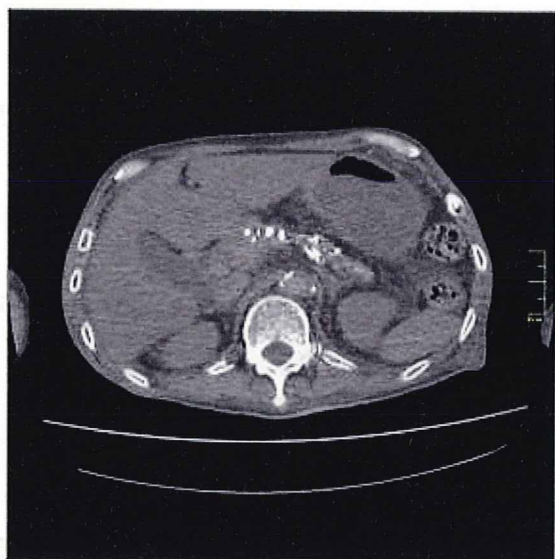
死後CT像。膵の石灰化がみられ、慢性膵炎に合致する所見。肝には不明瞭な低吸収域が見られる。
